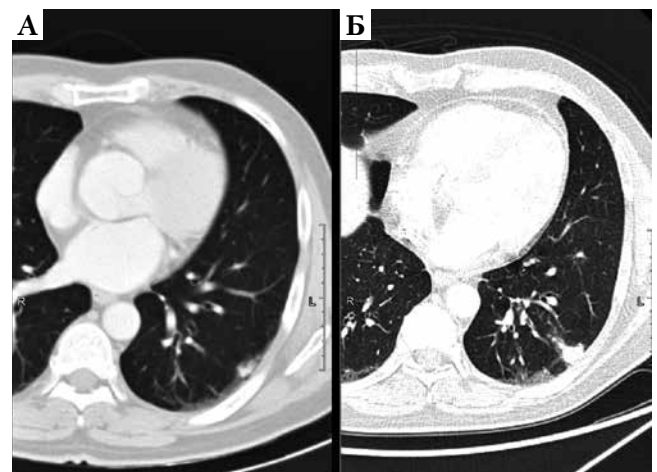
Пациент К. КТ. Легочное окно. Аксиальная плоскость. А) 04.06.2021 г. В субплевральных отделах С10 левого легкого – неправильной формы очаг. Б) Увеличение размеров очага в С10 левого легкого при контрольном исследовании, выполненном через 1 год 30.06.2022 г.
